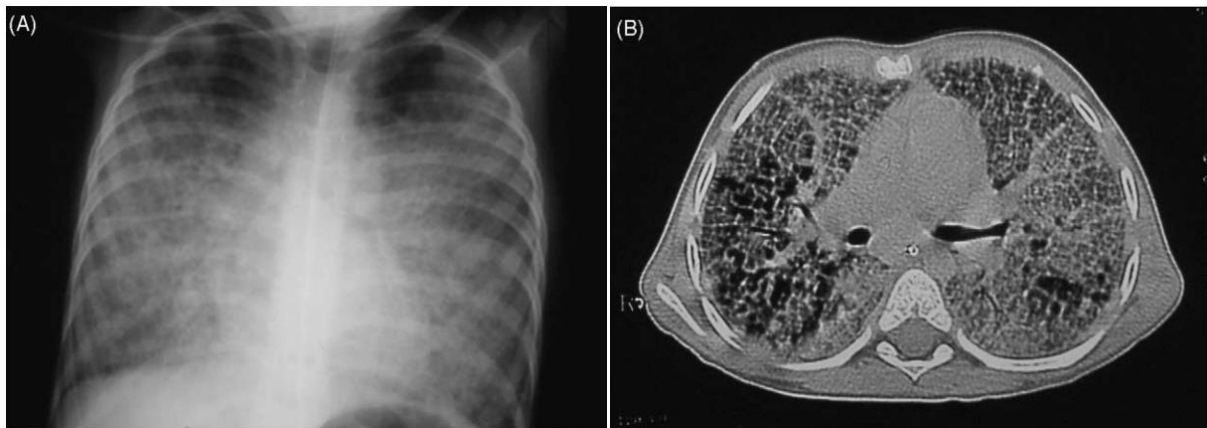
Protéinose alvéolaire pulmonaire sévère chez un enfant de 5 ans avant le lavage broncho-alvéolaire thérapeutique. (A) Radiographie thoracique : des opacités alvéolo-interstitielles diffuses, (B) Scanner thoracique : aspect de 'crazy-paving'[146].
